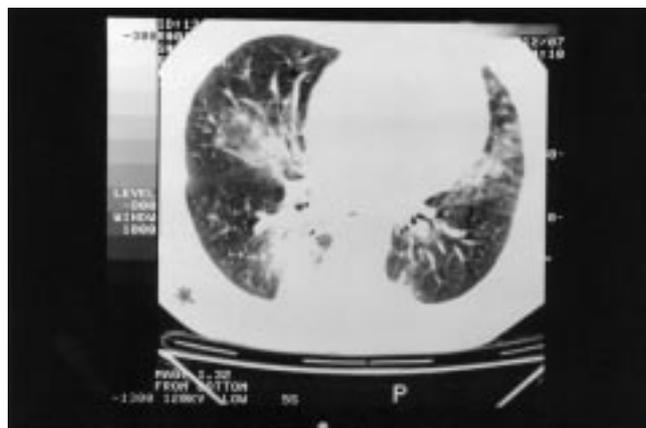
Tomografia computadorizada de tórax revelando infiltrado interstício-alveolar com áreas de vidro fosco bilateralmente. (caso clínico 2)
